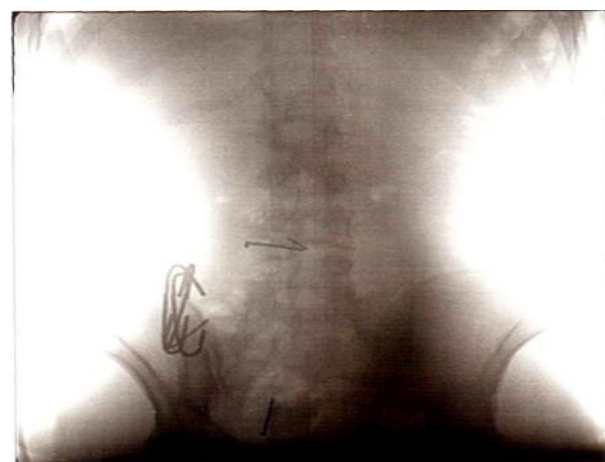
Рентгенограмма с изображением следственно - арестованного, принявшего внутрь гвозди и «скрутку» из проволоки.
